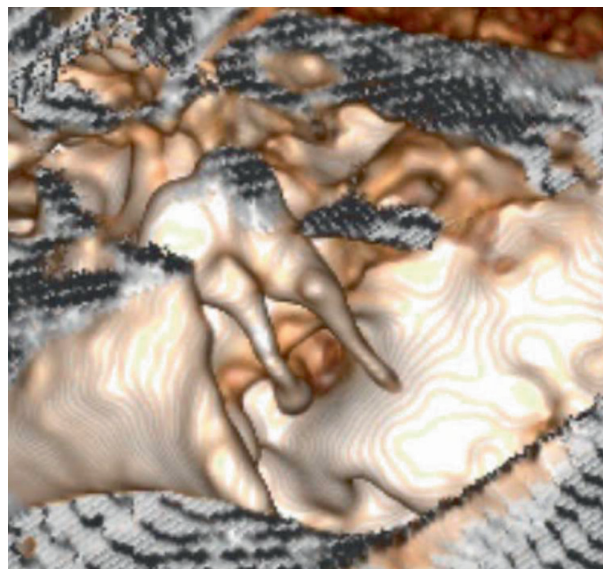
КТ-эндоскопия правой барабанной полости. Конфигурация слуховых косточек не нарушена
